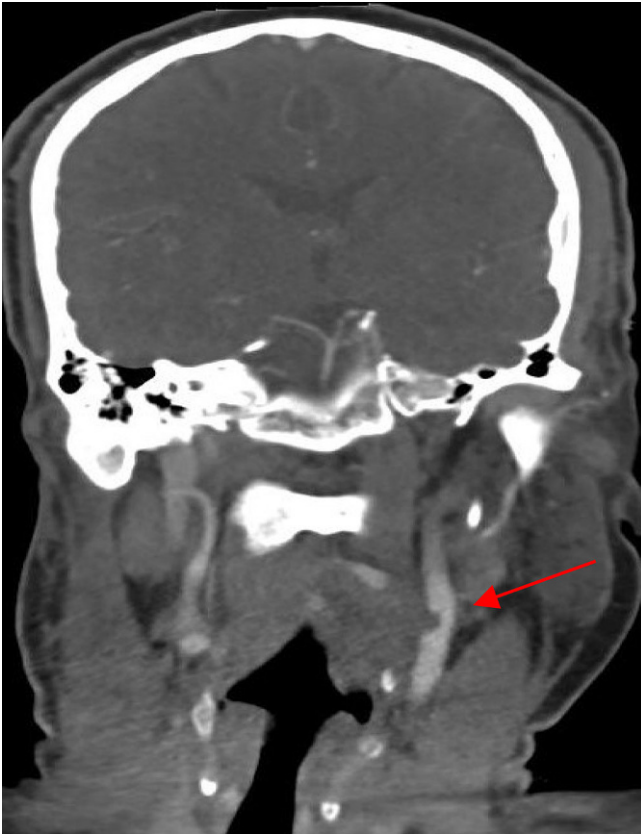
CT-Angiographie, koronare Darstellung des Thrombus in der ACI links (roter Pfeil)
